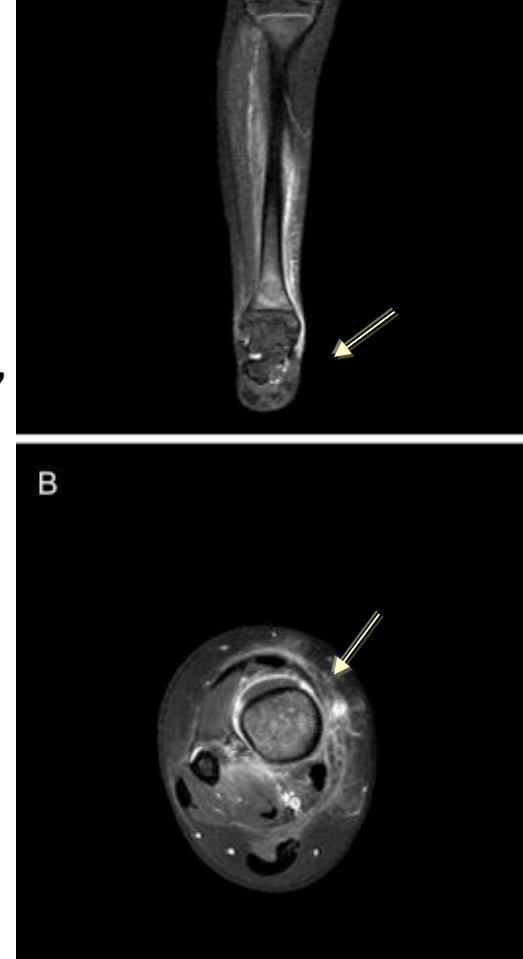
Magnetic resonance image of the right distal leg of a 6-year old female with *Staphylococcus aureus* osteomyelitis of the right distal tibia. (Courtesy of the Department of Pediatric Radiology, Texas Children's Hospital). A There is increased T2 weighted signal within the bone marrow of the distal right tibial metadiaphysis. B There is also a large subperiosteal fluid collection which involves the anterior aspect of the distal right tibia. Following gadolinium administration, there is rim enhancement of this collection, consistent with a large subperiosteal abscess.
